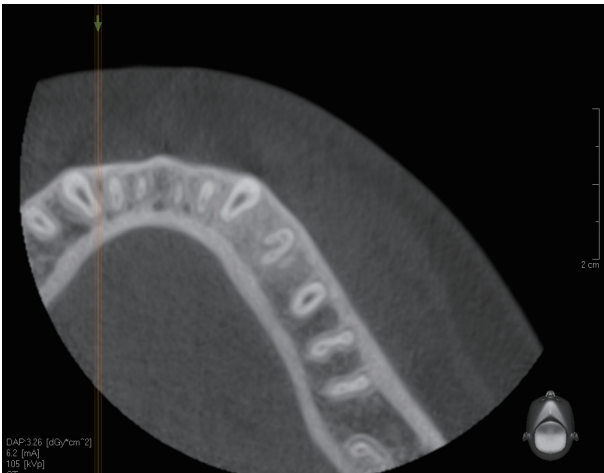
Axial image of CBCT revealed a C-shaped canals in mandibular left first premolar.
